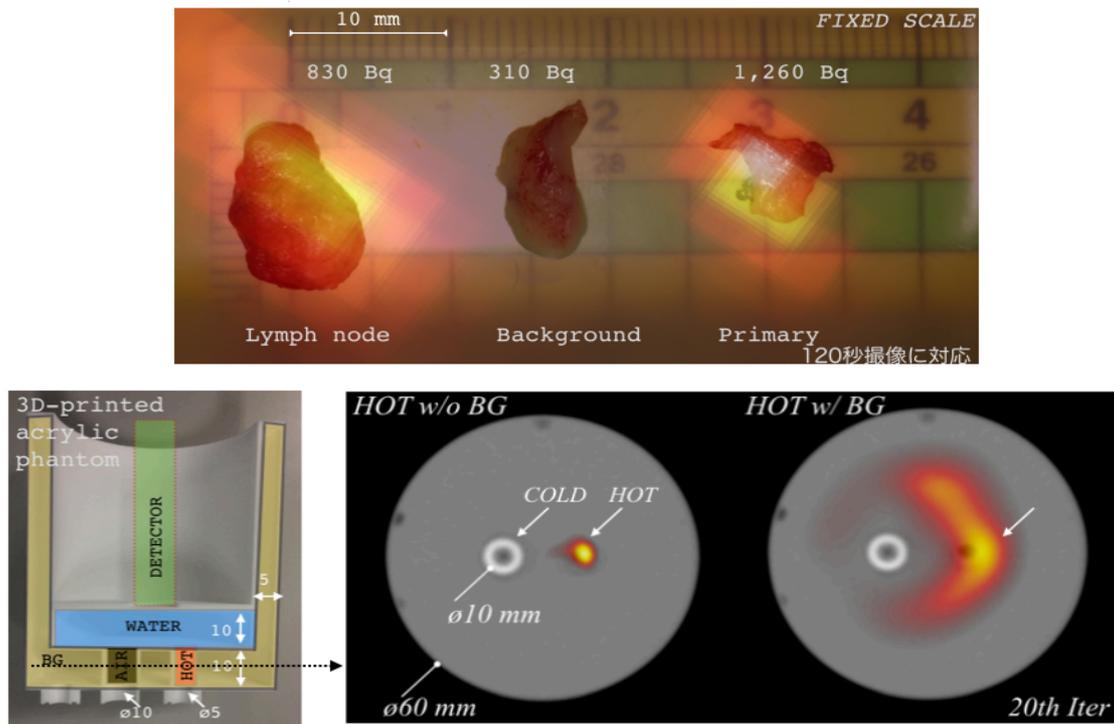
摘出検体の撮像画像（上）と井戸型 FDG ファントム撮像画像（下）
